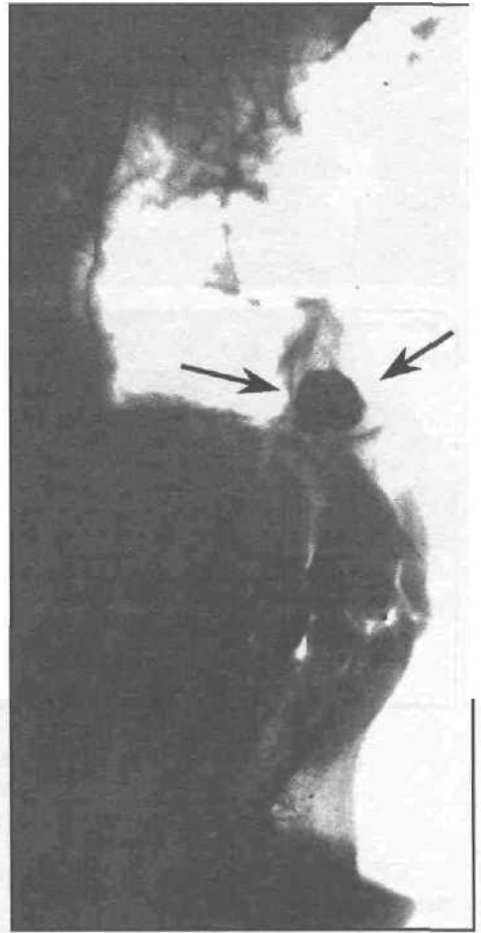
Рентгенограммы верхней челюсти больных с простыми полными одонтомами (а, б).
